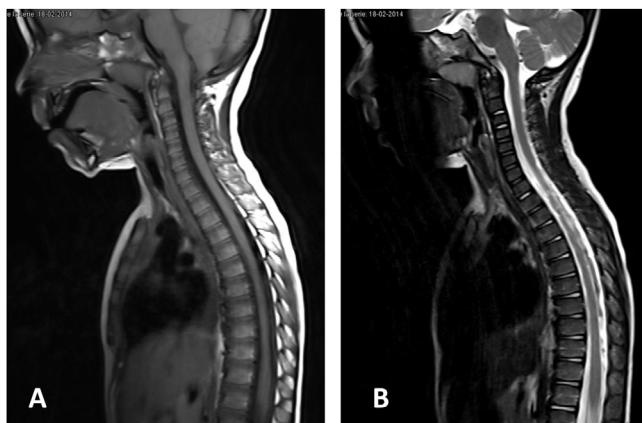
Imagen de RM cervicodorsal de niño de 3 años afectado de lesión medular tipo SCIWORA tras accidente de tráfico. El nivel neurológico de lesión T9 ASIA C, la imagen de la médula espinal ponderada en T1 (A) como en T2 (B) es compatible con la normalidad (SCIWORA clásico). El paciente evolucionó favorablemente a ASIA D al año de la lesión.
